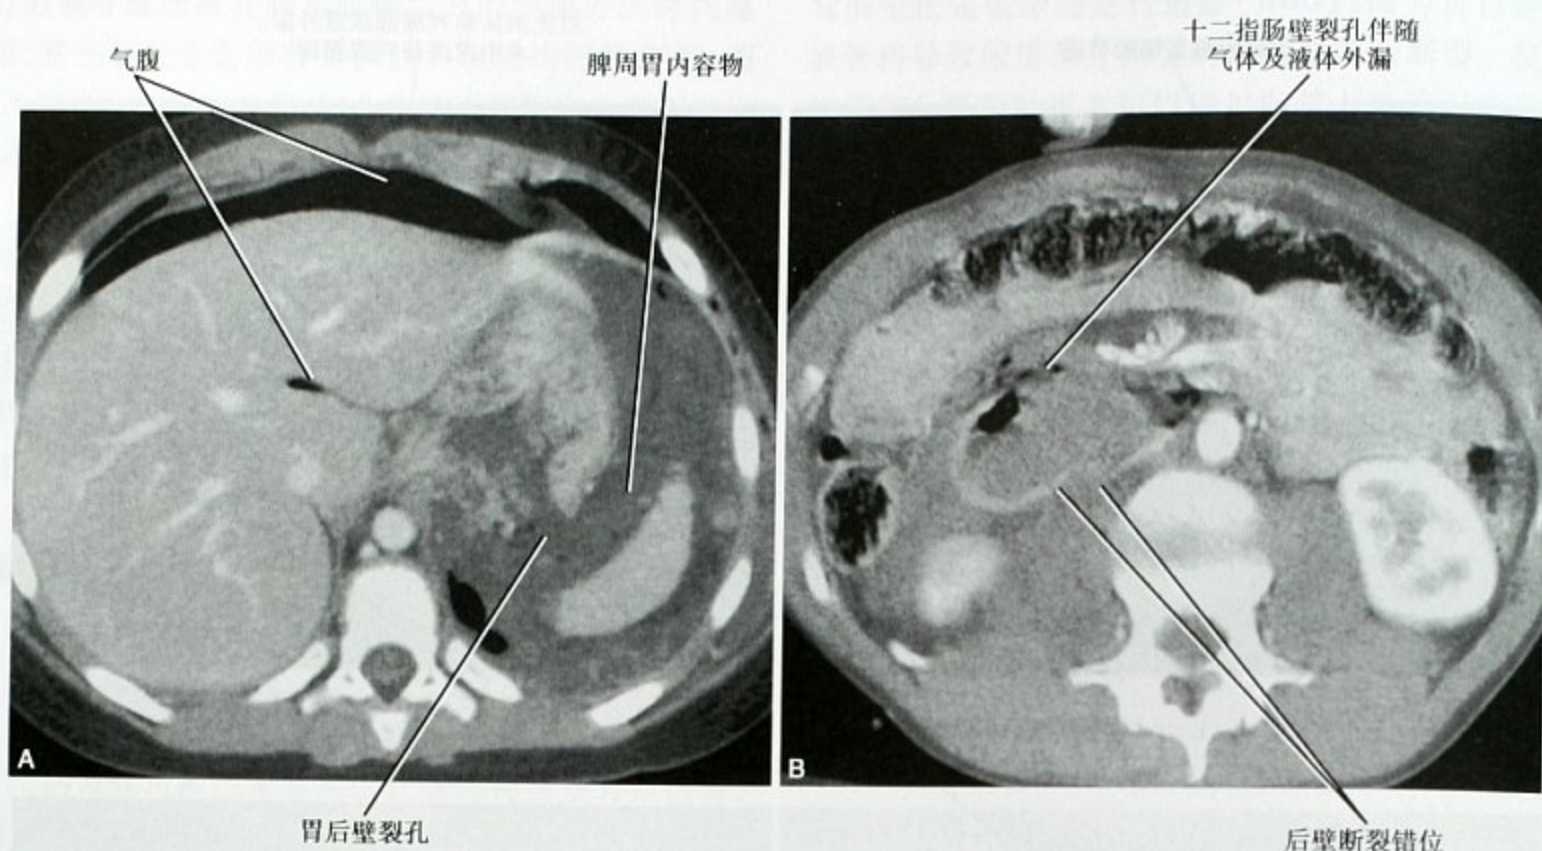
钝性腹部损伤所致的肠壁不连续。A. 车祸患者, 增强 CT 横断面显示胃壁大的穿孔; B. 另一个越野车车祸患者, CT 增强横断面可见十二指肠壁断裂
